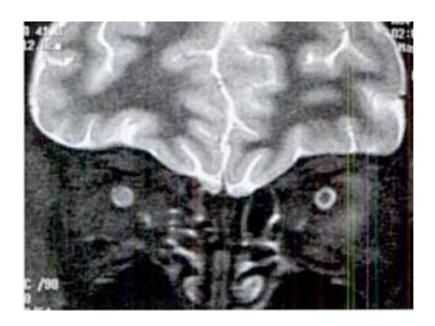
IRM orbitaire, coupe coronale, visualisant une névrite optique droite [138].
